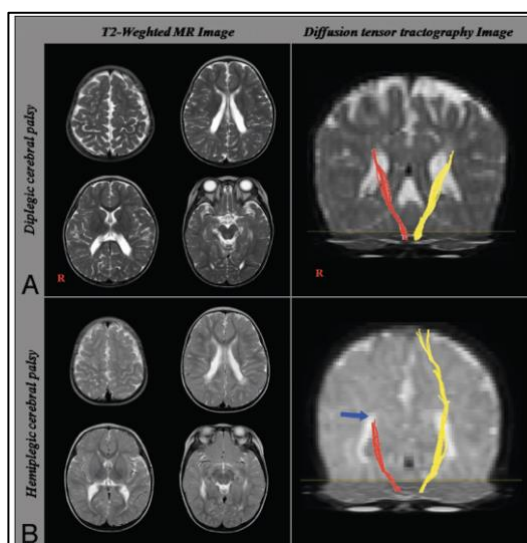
Resultados de una resonancia magnética convencional, de lesión LPV en niños con diplejía y hemiplejía. Fuente: Cho, HK., et al. (73).
